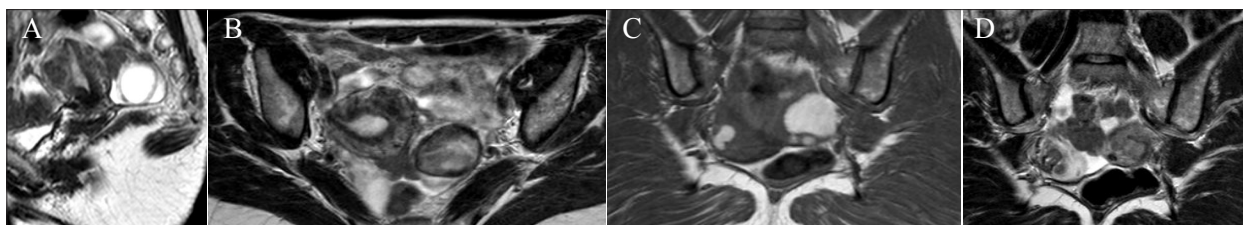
Endometriose em RM. Mulher de 44 anos, com endometriose profunda. RM com sequências ponderadas em T2 nos planos sagital (A) e axial (B) da pélvis e T1 (C) e T2 (D) no plano axial do corpo do útero, mostra faixa hipointensa em T1 e T2, com contorno irregular e aderente ao contorno posterior do útero, a ambos os ovários com endometriose que se encontram em topografia retro-uterina, e à parede esquerda da sigmóide, a qual repuxa e angula.
